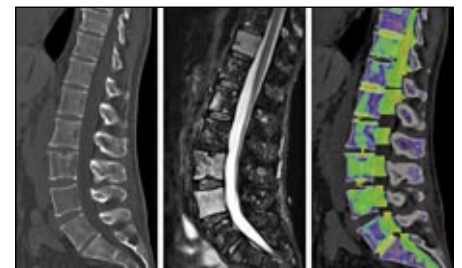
Unauffällige Darstellung der Wirbelsäule in der Standard CT (links). Die MRT (Goldstandard) zeigt multiple Myelom Herde (Mitte; hell) welche sich in der Dual-Energy CT ebenfalls detektieren lassen (rechts; grün).
